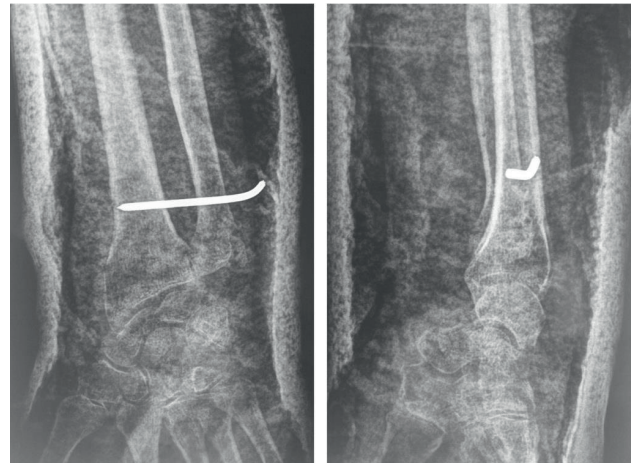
postoperative Anteroposterior and lateral wrist radiography showing reduction and immobilization
